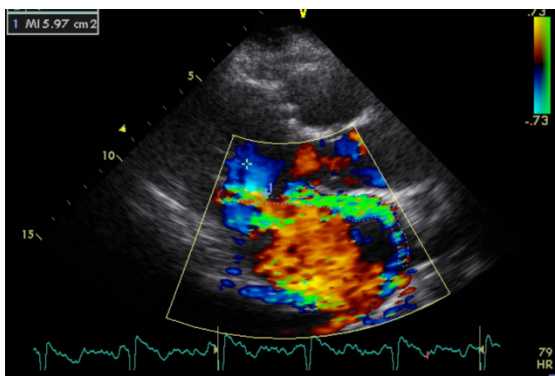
Farbdoppler der MI mit exzentrischem Jet entlang der anterioren Wand bis zum Vorhofsdach in der parasternalen Längsachse
